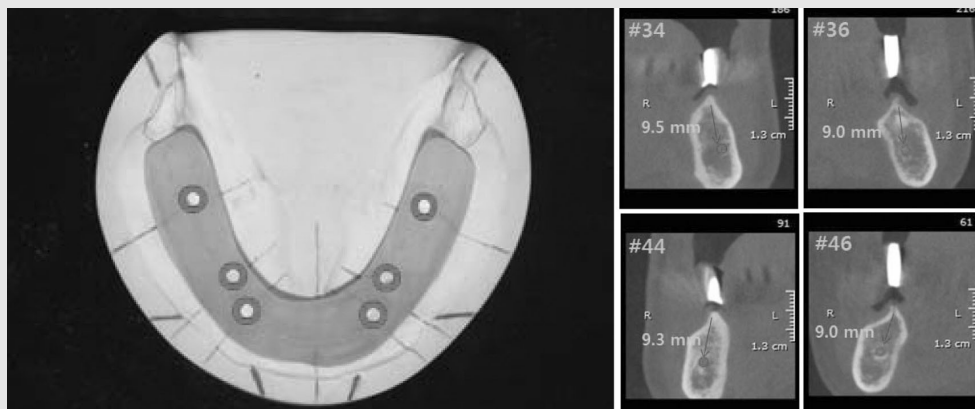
(a) Radiographic stent duplicated with old denture. Red circles are planned implantation sites. (b) CT image showing limited bone height at mandibular molar region
